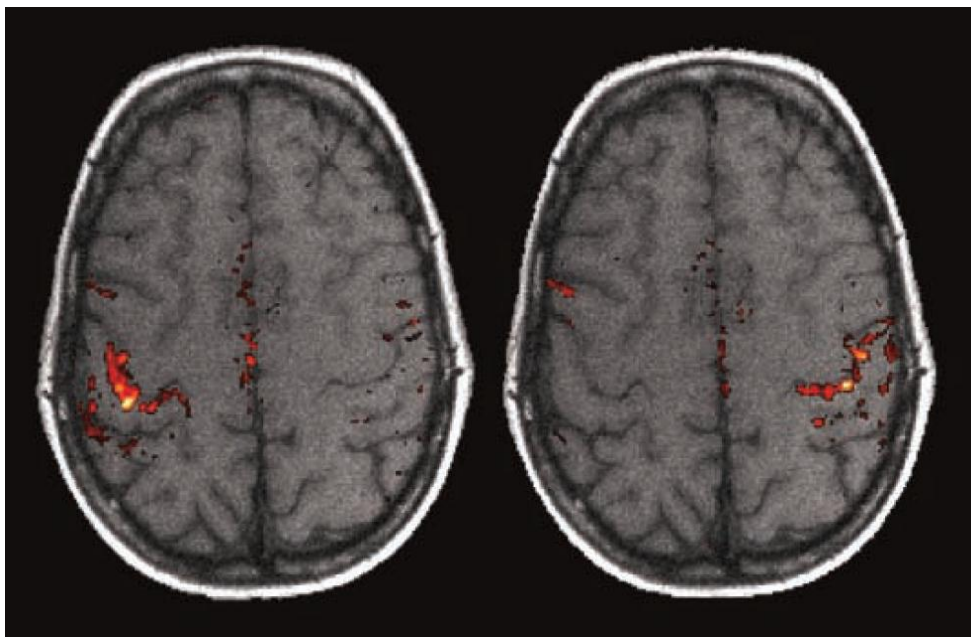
Funktionelle MRT-Aufnahme bei Fingerbewegung der linken und rechten Hand [119]
